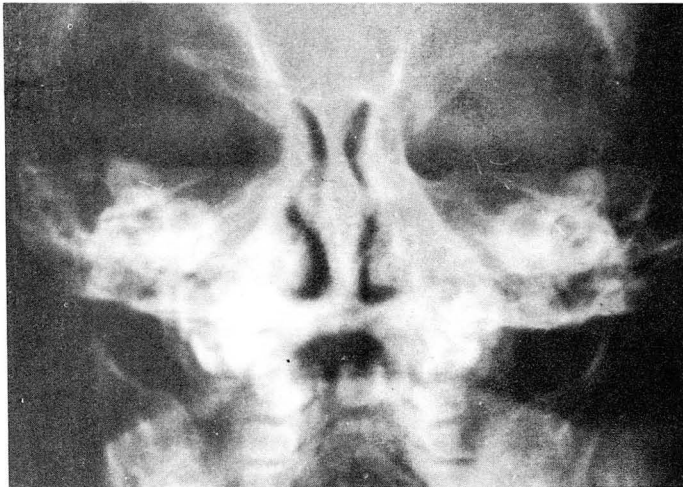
Roentgenogram of Internal Ear Structures
